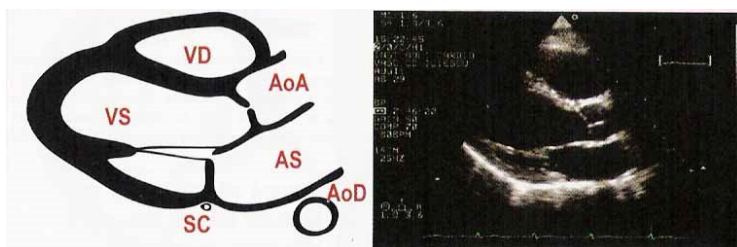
Secțiune 2D parasternală ax lung
